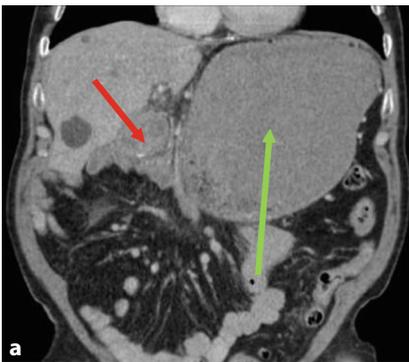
▲ Computertomographie vor (a) und nach (b) Anlage eines Hot Axios Lumen Apposing Metal Stent (LAMS; Boston Scientific Marlborough, MA, USA). Gezeigt sind der Tumor, der zur Magenausgangstenose führt (roter Pfeil) und der retonisierte Retentionsmagen (grüner Pfeil) vor, bzw. nach LAMS-Anlage
